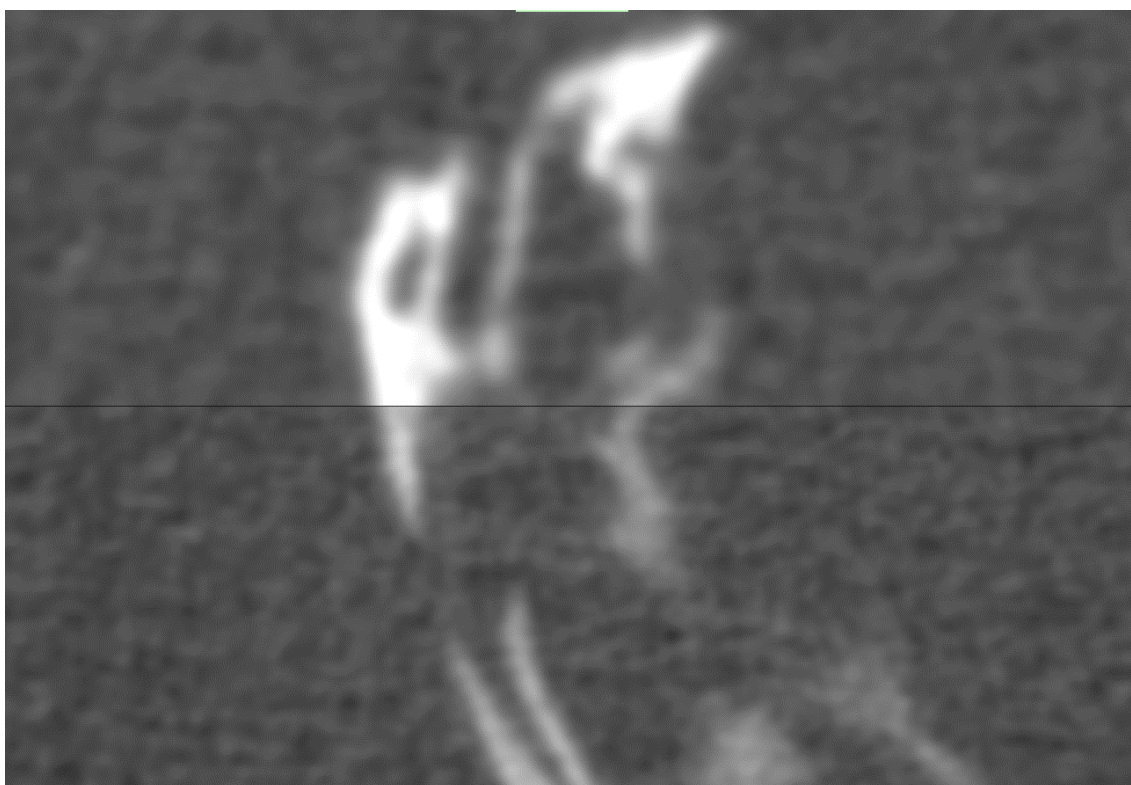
Tomografický řez 19denním kuřetem (akviziční anodové napětí 100 kV); horní část řezu je po odfiltrování neuronovou sítí U-Net ve srovnání s původní spodní částí vyhlazena [zdroj: autor]
